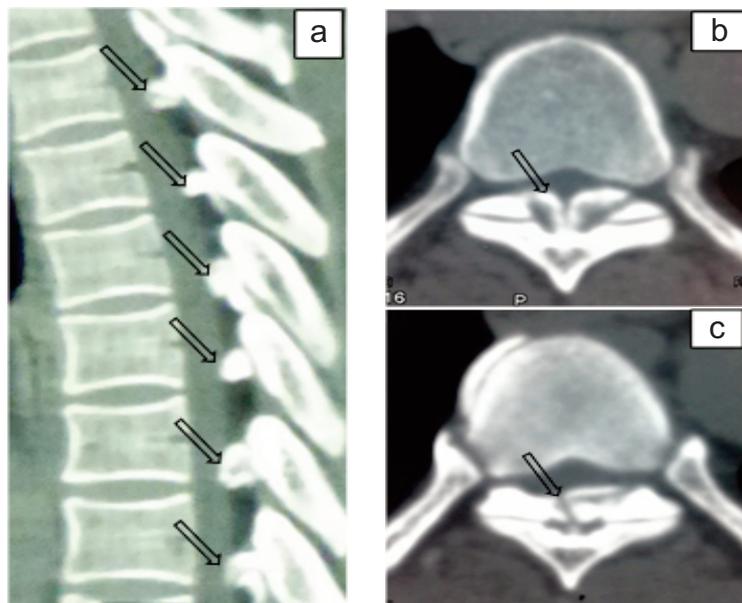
Aspects TDM en reconstruction sagittale (a) et en coupes axiales (b et c) fenêtres osseuses : Images hyperdenses nodulaires en inter et sub laminaire en sagittales et en « aile d'oiseaux » en axiale (Flèches).
